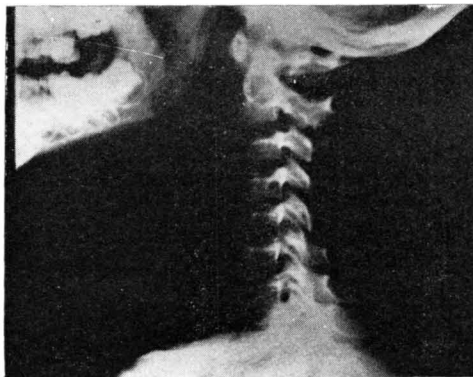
Radiografía de control en la que se aprecia todavía una pequeña subluxación entre axis y tercera vértebra.
